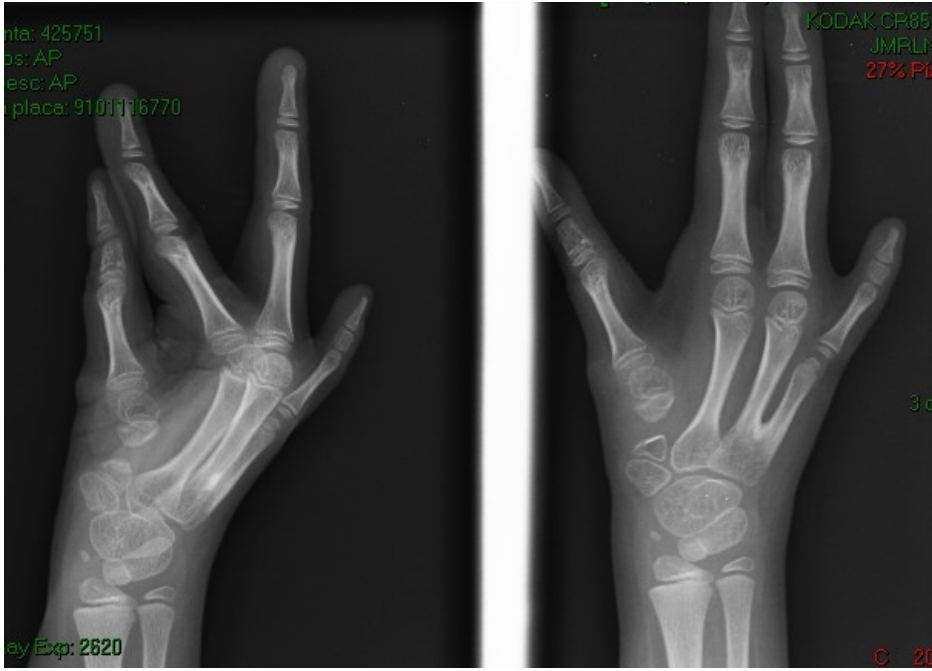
Radiografía simple de mano izquierda. Agenesia del pulgar izquierdo, hipoplasia del 5to dedo, sinostosis en la base de los metacarpianos 4 y 5.
